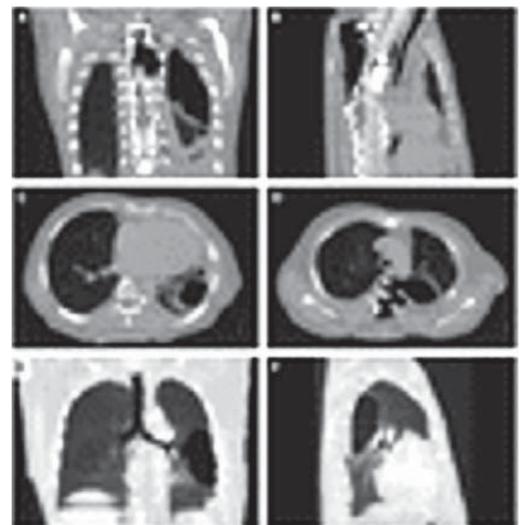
Томограмма грудной клетки
